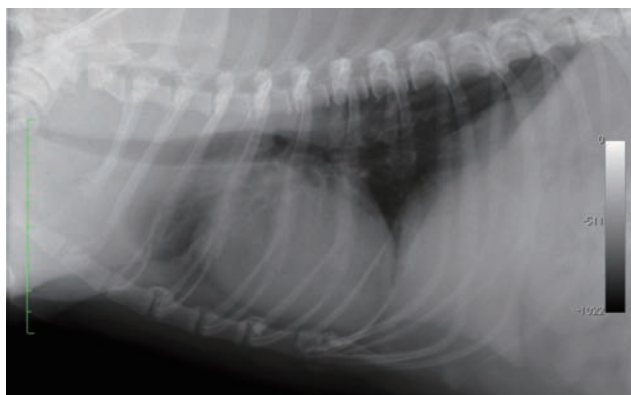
治療開始後3日目の胸部X線写真。気管虚脱は改善し、後肺野の透過性もほぼ正常化した
